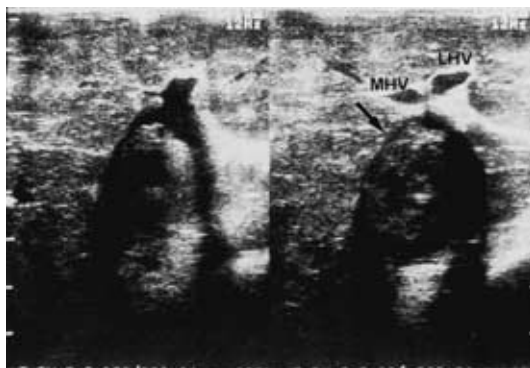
An intraoperative ultrasonogram demonstrates a mass (arrow) in the inferior vena cava. MHV : middle hepatic vein. LHV : left hepatic vein.
